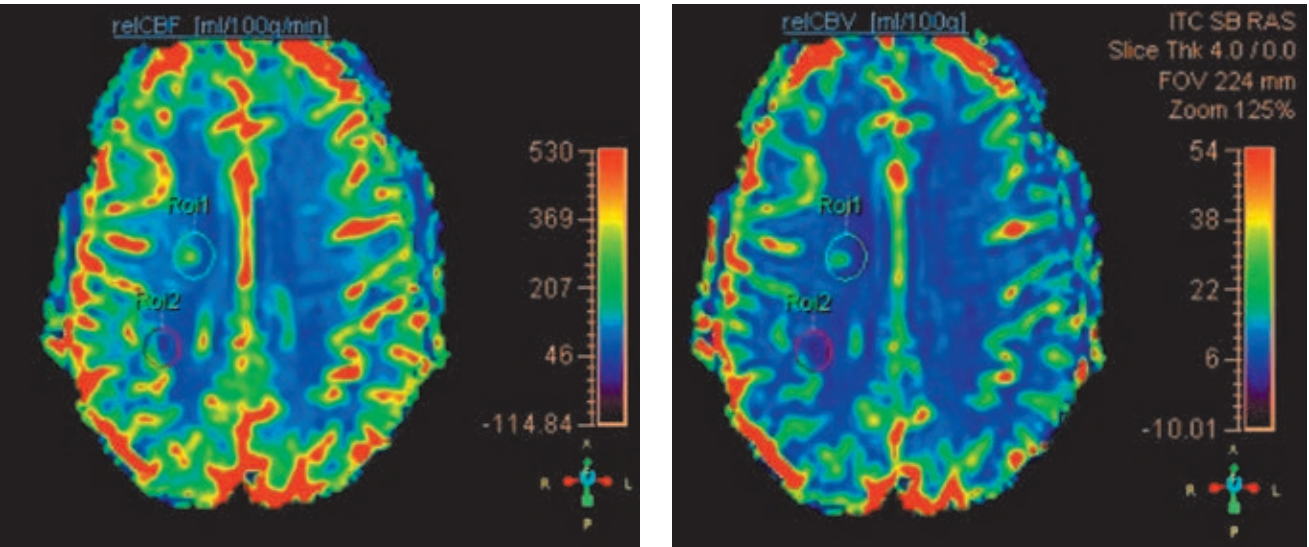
Перфузионные карты, отображающие скорость (CBF) и объем (CBV) церебрального кровотока в аксиальной плоскости, полученные при исследовании пациента с рассеянным склерозом в стадии обострения. На предоставленных изображениях отчетливо визуализируется очаг гиперперфузии (Roi1), соответствующий «активному» очагу демиелинизации. В «неактивном» очаге демиелинизации без признаков накопления контрастного вещества отмечалось снижение показателей перфузии, и на перфузионных картах он визуализировался в виде зоны гипоперфузии (Roi2)
